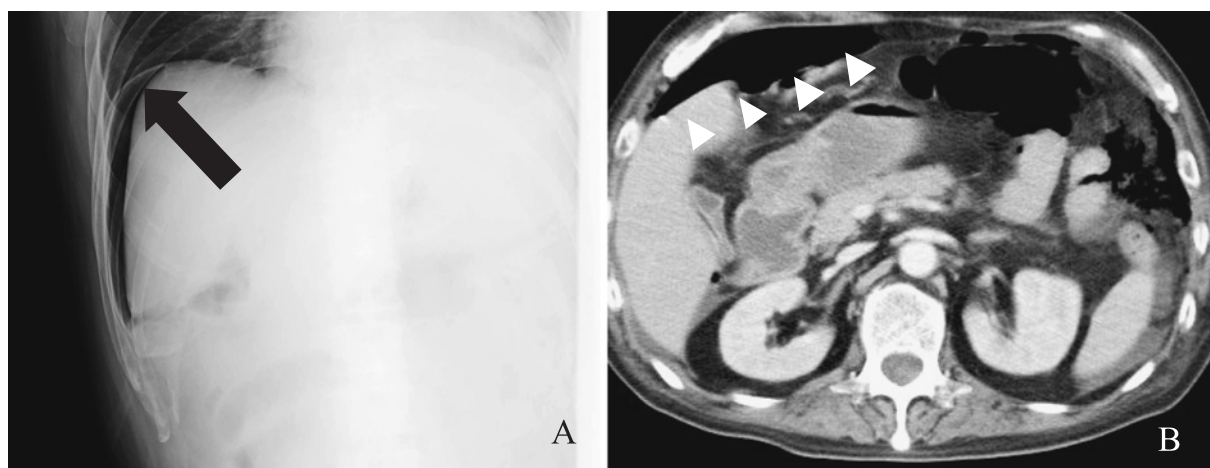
A) An abdominal roentgenogram shows free air in the right subphrenic space (arrow). B) Abdominal CT shows free air associated with a small amount of ascites (arrowheads).
